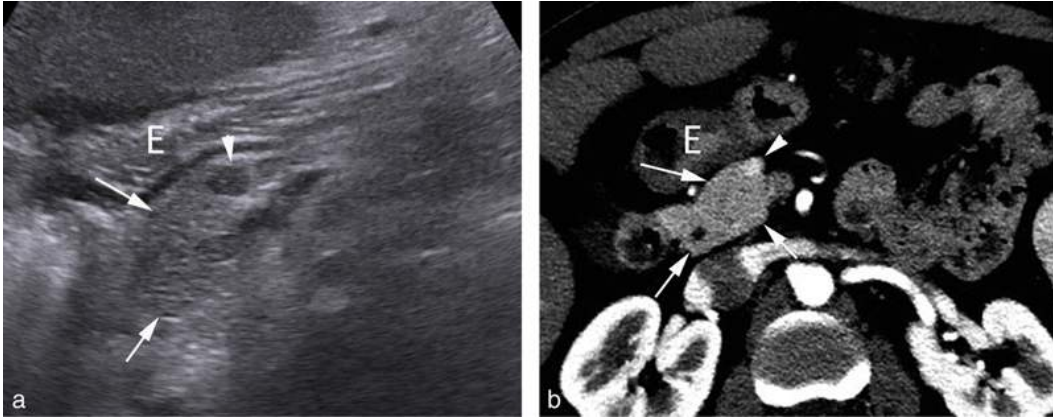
a. Découverte fortuite à l'occasion d'une échographie pour douleurs abdominales d'une petite formation de 8 mm hypoéchogène (tête de flèche) développée sur la tête du pancréas (flèches).
